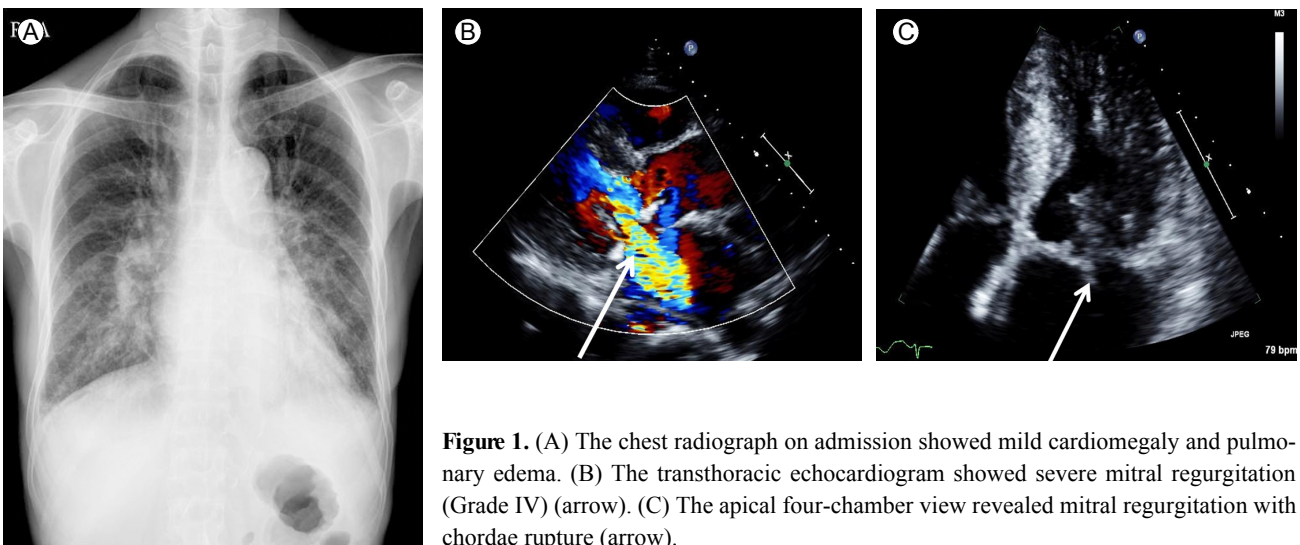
(A) The chest radiograph on admission showed mild cardiomegaly and pulmonary edema. (B) The transthoracic echocardiogram showed severe mitral regurgitation (Grade IV) (arrow). (C) The apical four-chamber view revealed mitral regurgitation with chordae rupture (arrow).
